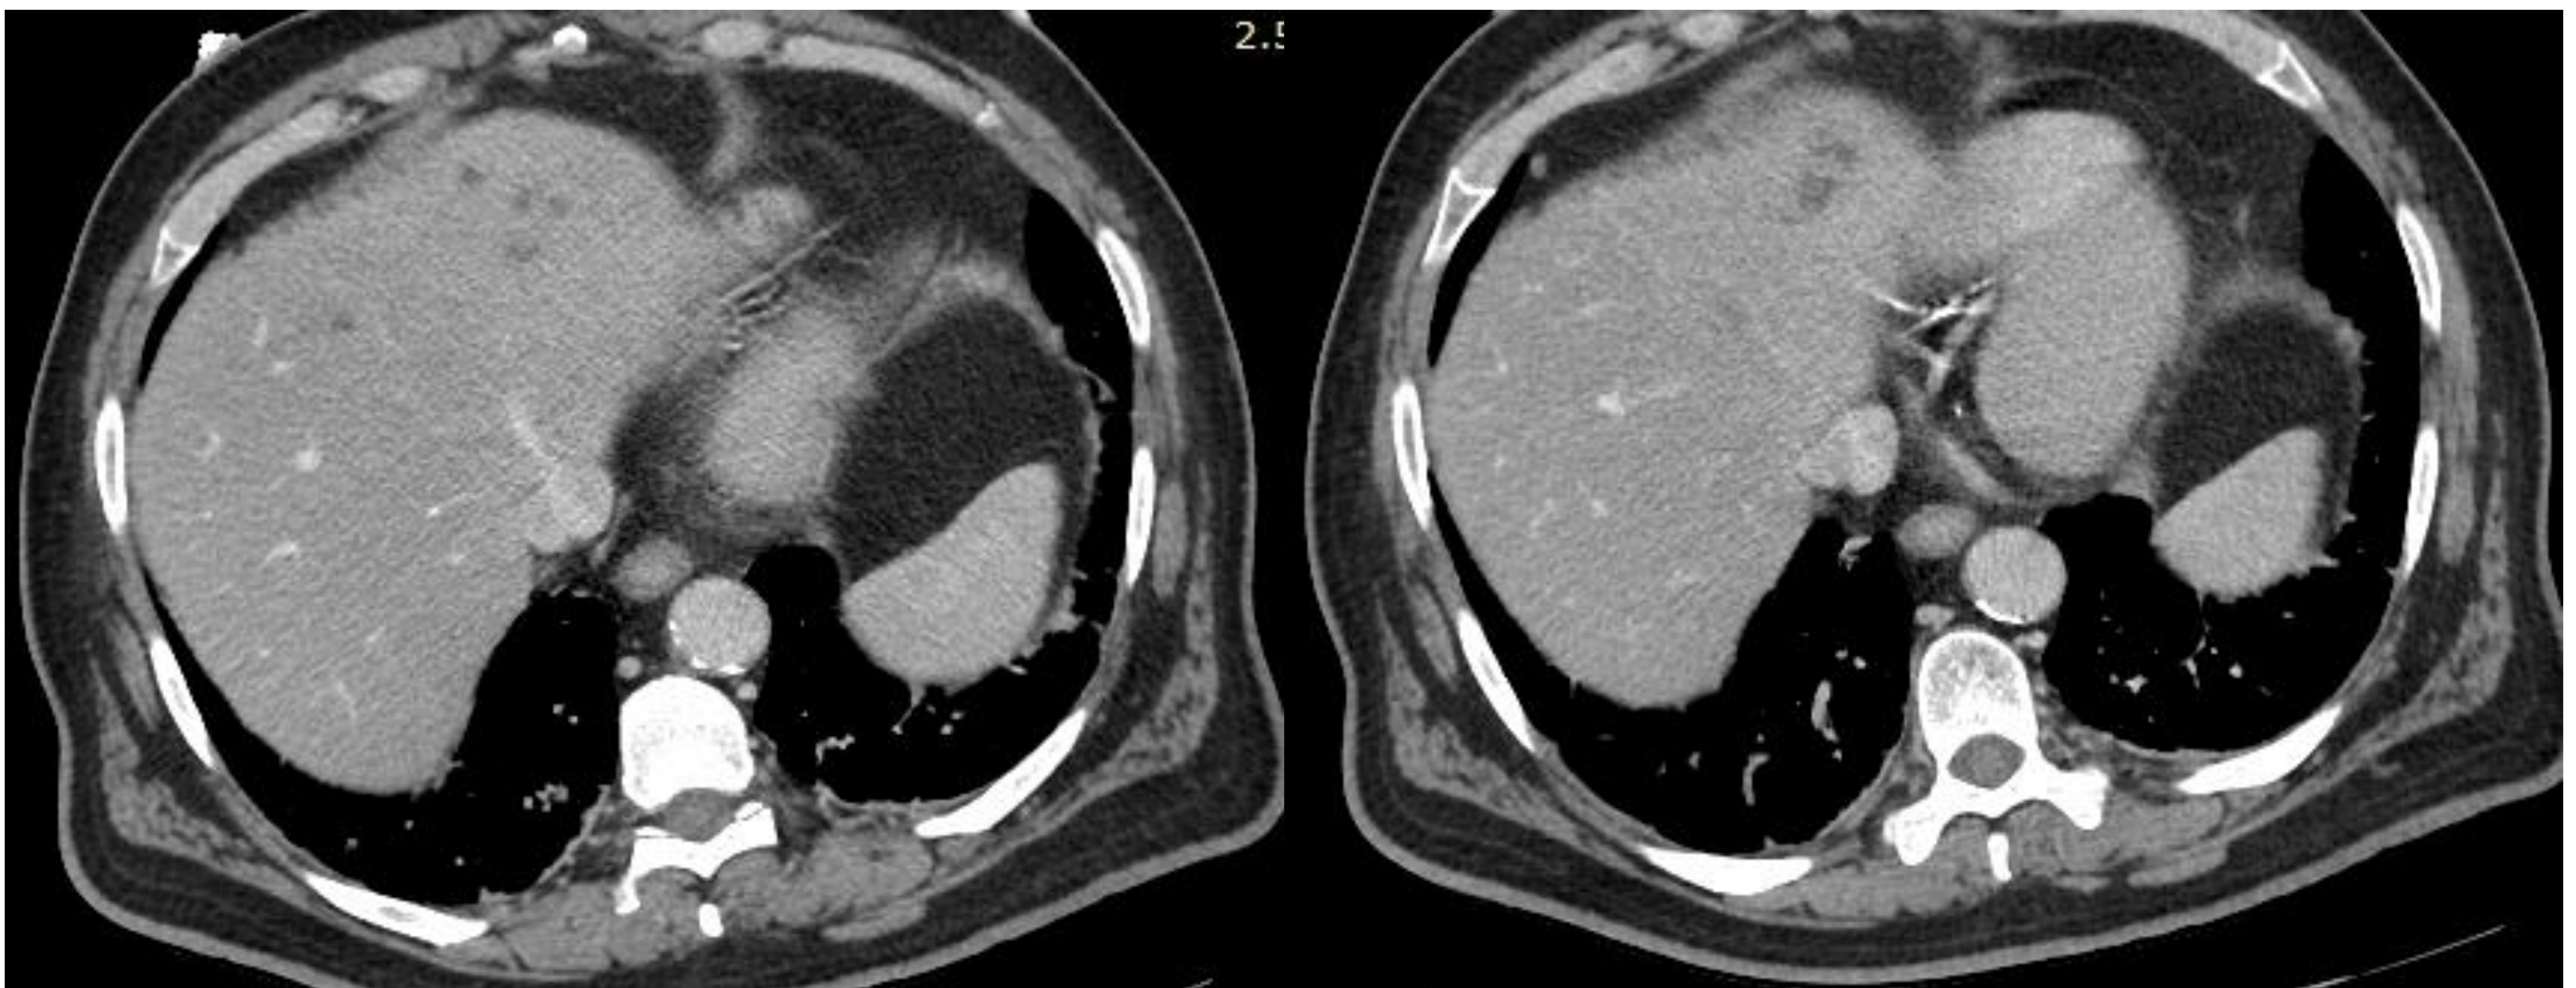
TC axial con contraste IV en fase portal. Pequeñas lesiones focales hipodensas milimétricas coalescentes en segmento hepático 4.
